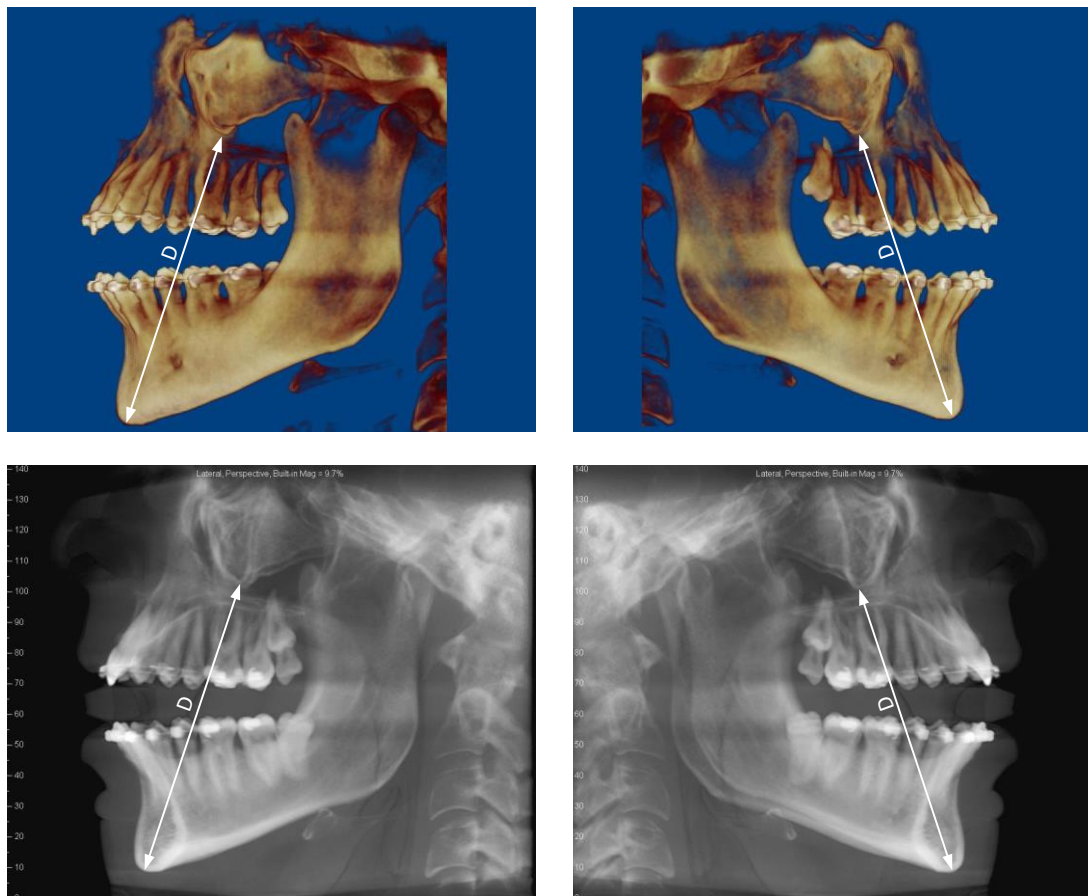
Escáner y radiografía de cada lado de la mandíbula de uno de los individuos objeto de este estudio. Fuente: Laboratorio Ortuplus S.L.
